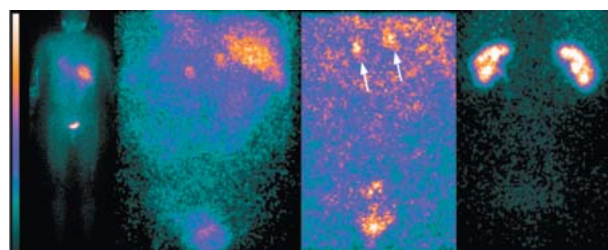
Протокол исследования с ^{123}I -МИБГ для выявления феохромоцитомы включает сканирование всего тела через 4 ч после введения РФП, прицельную сцинтиграфию через 24 и 48 ч, контроль положения почек после завершения последнего исследования с помощью минимальной активности РФП ^{99m}Tc -ДТПА или ^{99m}Tc -МАГЗ. У данного пациента выявлено двустороннее образование надпочечников, продуцирующее катехоламины (стрелки).
